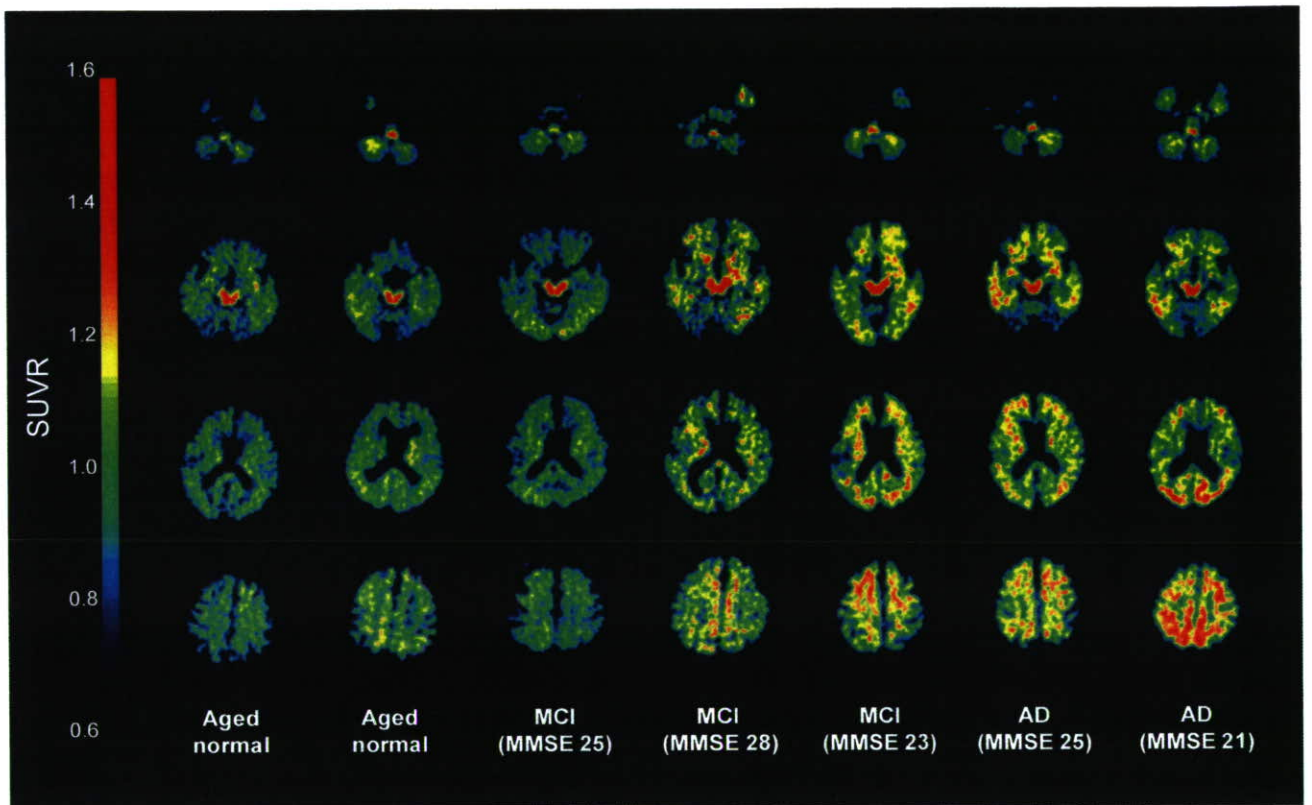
健常高齢者 (Aged normal)、軽度認知障害 (MCI)、アルツハイマー病 (AD) 患者の $[^{11}\text{C}]\text{BF-227}$ PET 画像 (投与 20~40 分後の SUVR 画像)
